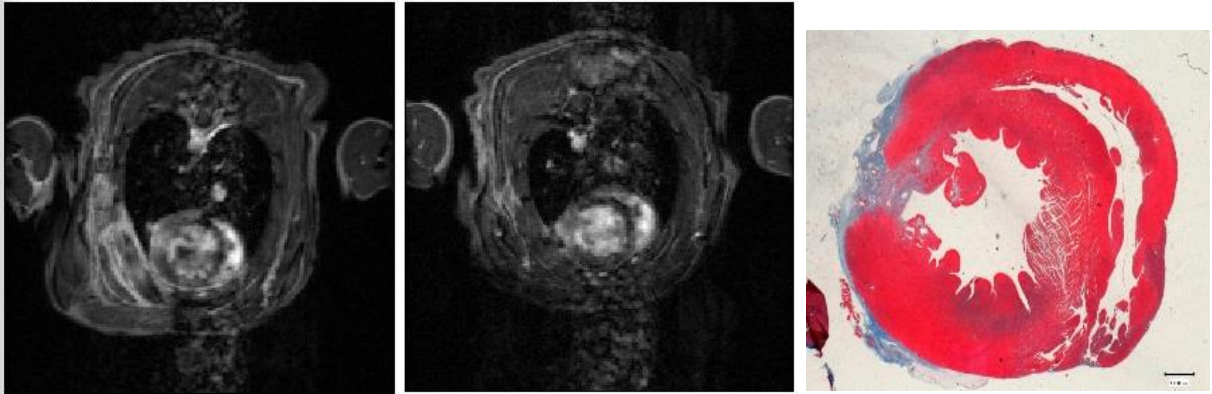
WK_6. En los cortes de RM se observa una captación de contraste sobre todo a nivel del epicardio, rodeando al corazón. En el corte histológico se observa también lesión a nivel epicárdico principalmente.
